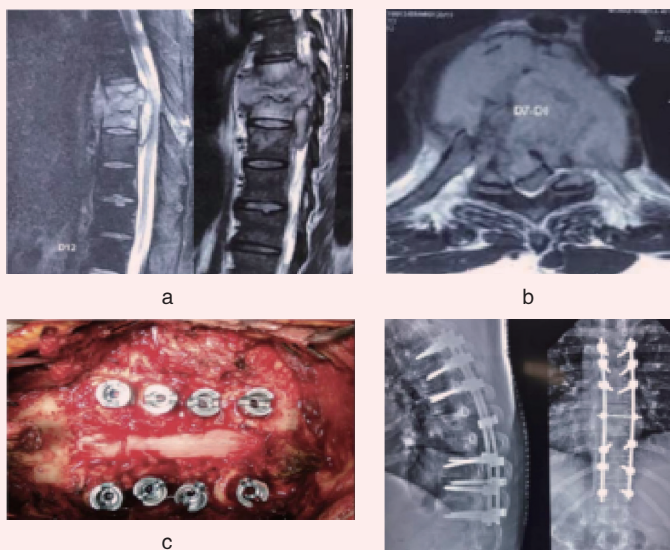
a. 显示结核性脓肿的 MRI 矢状面图像; b. 显示病灶水平面图像; c. 显示后路减压内固定的术中图像; d. 显示椎弓根钉棒和横连的术后 X 线图像
